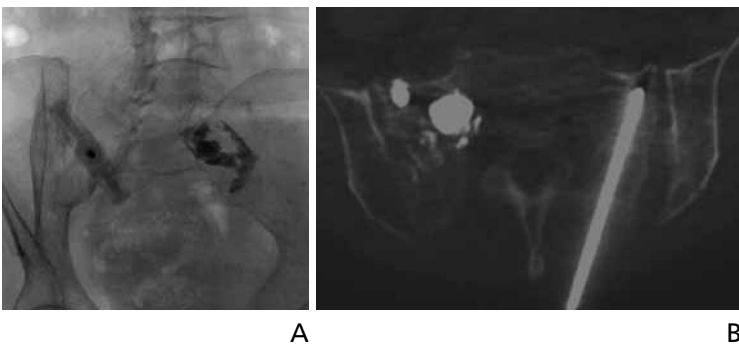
Sacroplasty for sacral insufficiency fracture of an 84-year-old woman. (A) Under fluoroscopy guidance, a needle was placed at the left sacral ala along the short axis of the sacrum parallel to the sacroiliac joint. The right sacral ala is filled with the cement. (B) After the needle placement using fluoroscopy, the patient underwent cone-beam computed tomography. The cone-beam computed tomography image shows the needle placed within the left sacrum ala, not over the anterior cortex of the sacrum.
